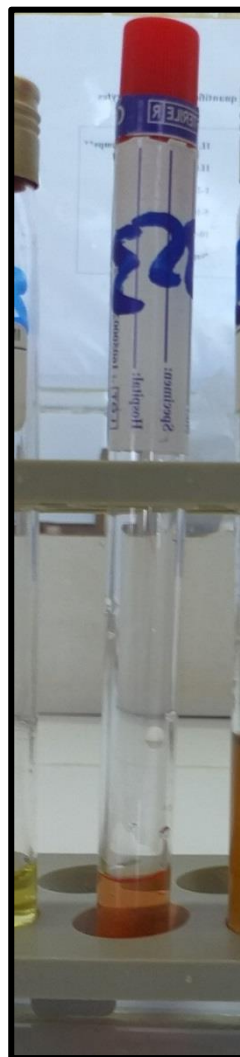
Résultat positif du test RM.
